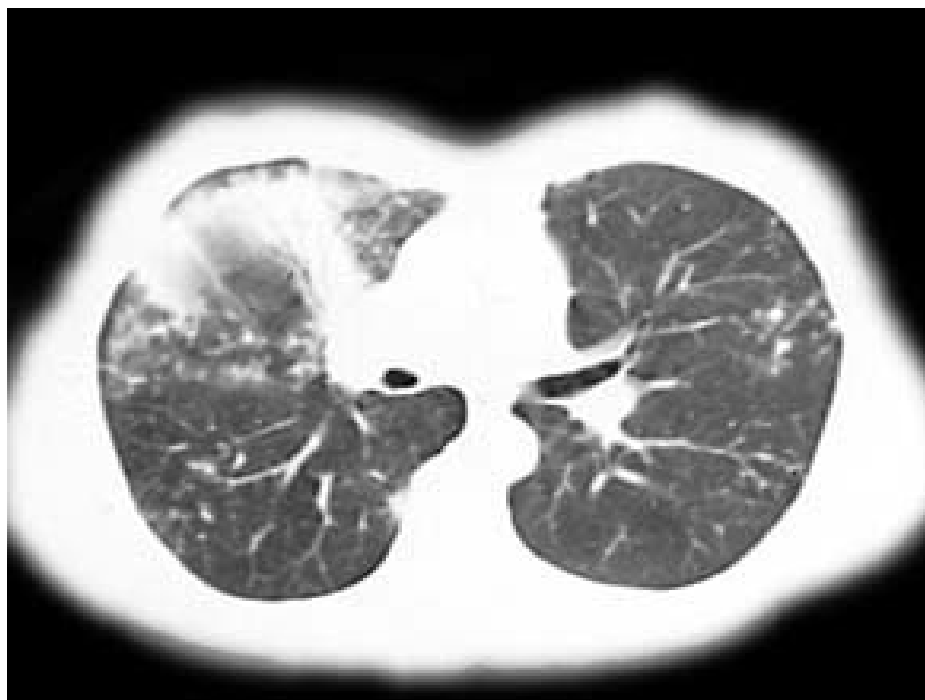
Компьютерная томограмма больной Г., 28 лет. Пециломикозом легких. Массивное инфильтративное затемнение в средней доле правого легкого.
